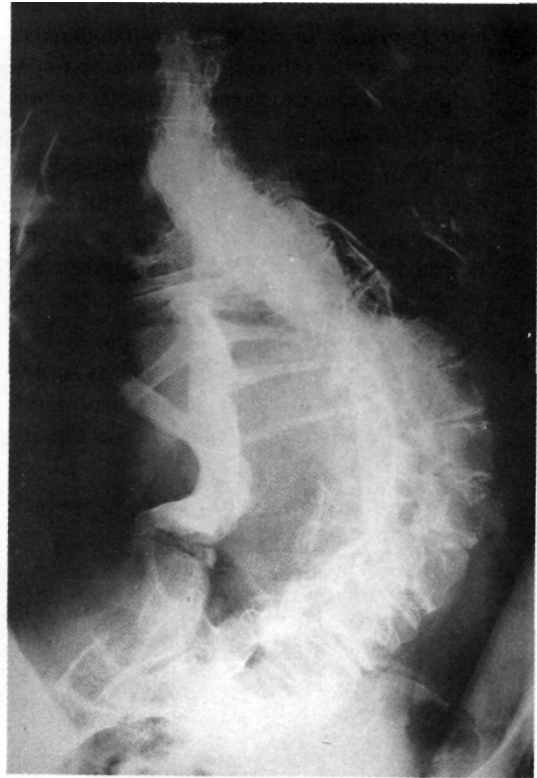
Radiografía anteroposterior del raquis en la que se observa una masa calcificada que a modo de barra fija las últimas costillas a la pelvis originando una curva escoliotica grave y rígida.
